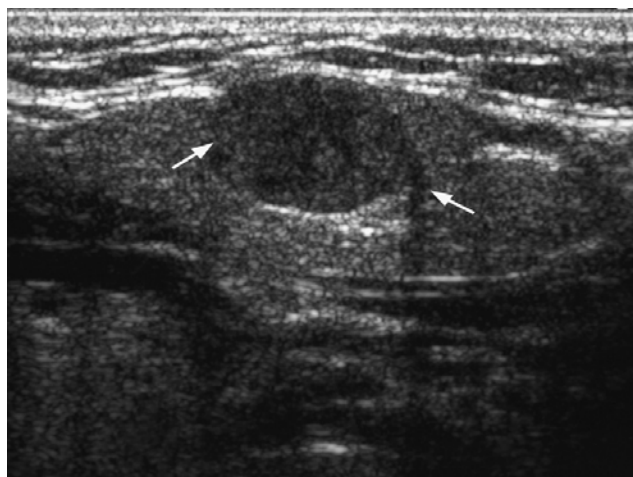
aspect échographique d'un adénome pléomorphe : masse bien limitée hypoéchogène homogène avec renforcement postérieur [47]
